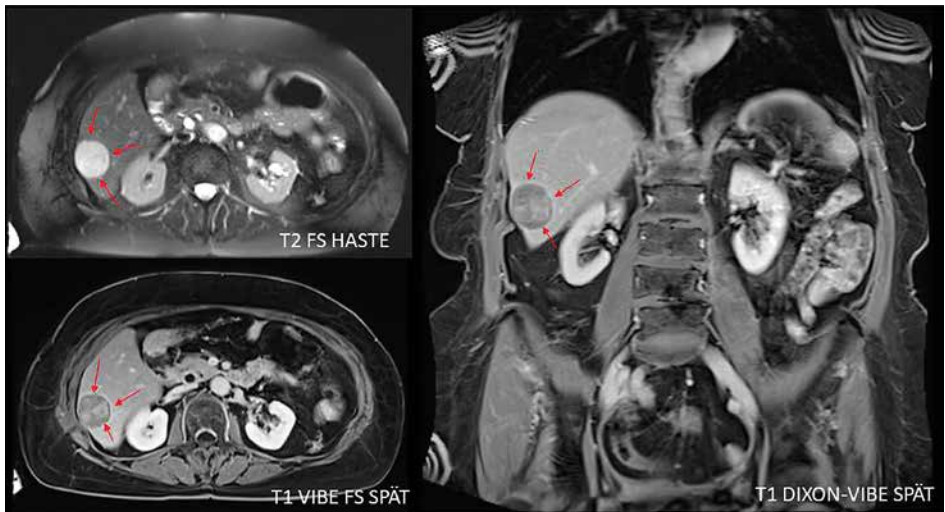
Kontrastmittelunterstützte MRT-Untersuchung mit Darstellung einer Leberläsion im rechten Leberlappen. Die roten Pfeile markieren die genaue Position der Läsion. Kontrastmittel hilft dabei, die Läsion deutlich von dem umgebenden gesunden Lebergewebe abzugrenzen und ihre Struktur und Ausdehnung genauer zu beurteilen.
